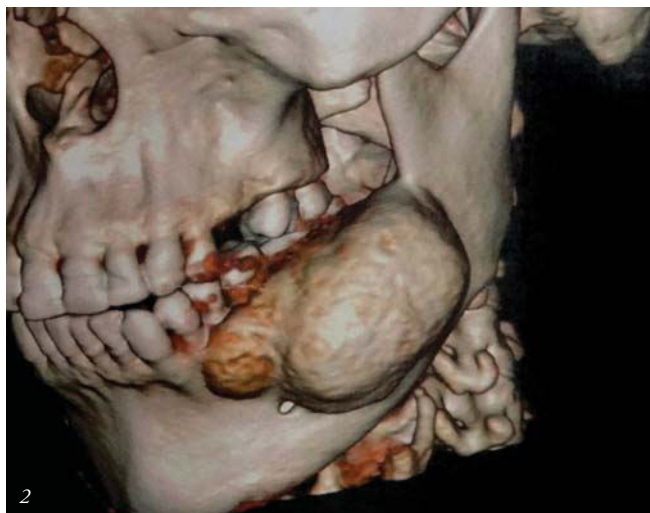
TAC prequirúrgica, vista lateral. Nótese la expansión de la tabla ósea vestibular y extensión de la lesión.
